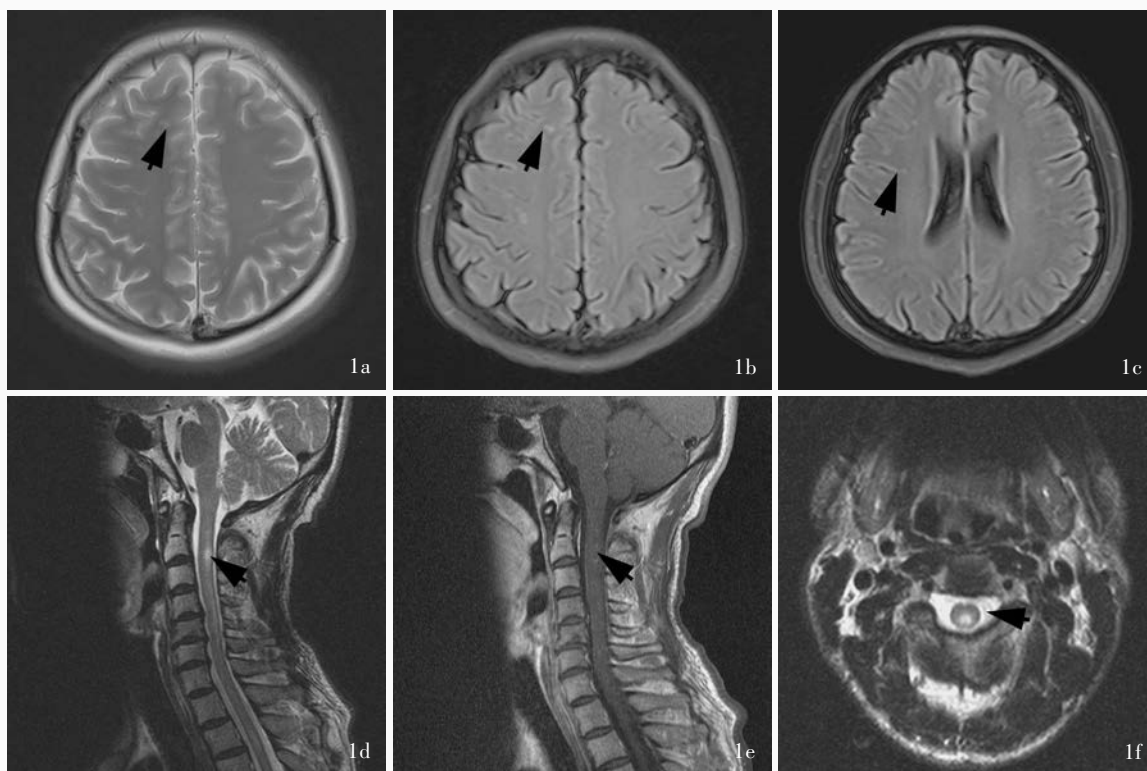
例5患者头部和颈髓MRI检查所见 1a 头部横断面T<sub>2</sub>WI显示,右侧额叶皮质下散在多发点状高信号(箭头所示) 1b,1c 头部横断面FLAIR成像显示,双侧大脑皮质下散在多发点状高信号(箭头所示) 1d 颈髓矢状位T<sub>2</sub>WI可见,C<sub>2</sub>~T<sub>3</sub>脊髓内大小不一多发斑片状、条片状高信号(箭头所示) 1e 颈髓矢状位T<sub>1</sub>WI增强扫描显示,C<sub>2</sub>~T<sub>3</sub>脊髓内病灶呈小片状、点线样轻度强化(箭头所示) 1f 颈髓横断面T<sub>2</sub>WI显示,C<sub>2</sub>脊髓内病灶位于中央,边界清楚(箭头所示)
